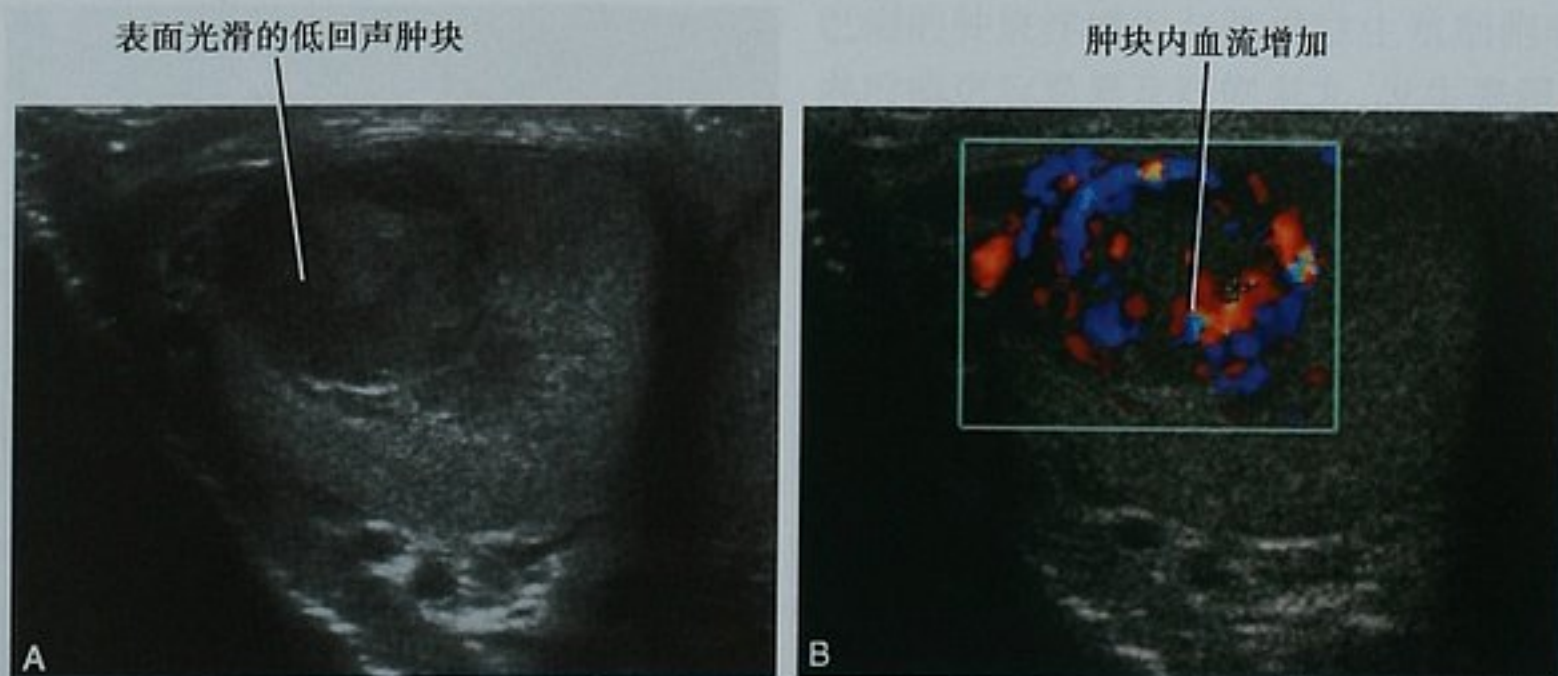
两例精原细胞瘤患者的超声表现。A. 边界清楚的低回声病灶;B. 与图(A)同一病灶的彩色多普勒图像显示了内部血流增加,而表皮样囊肿、血肿或脓肿无此表现
